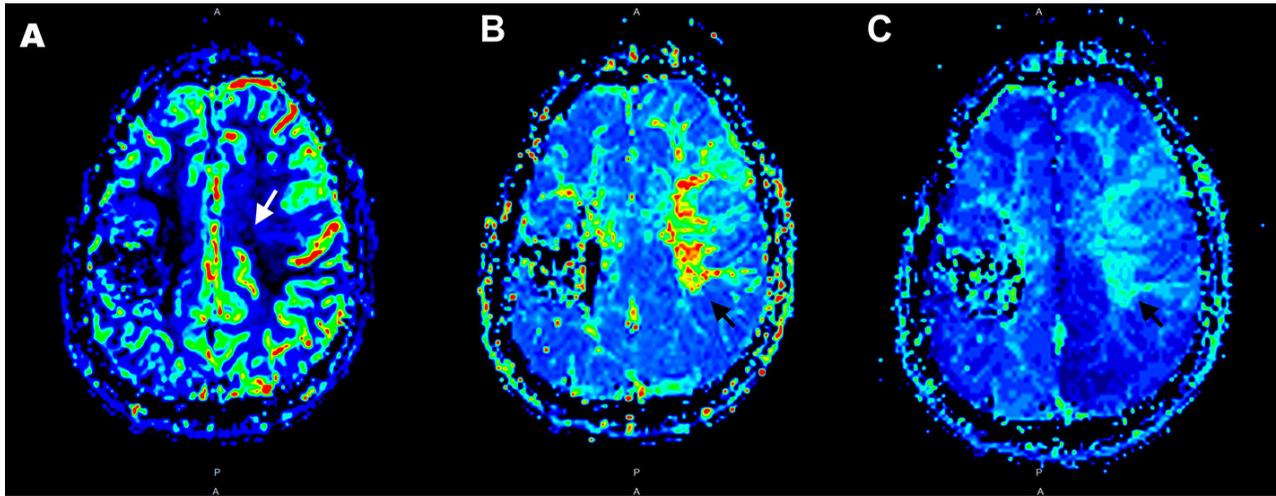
Perfusion magnetic resonance imaging of the brain, axial view. A: It shows a reduction in volume and blood flow in right frontal, temporal and occipital areas. B: increase in the mean transit time in right frontal, temporal and occipital areas. C: increase in time to peak in the right temporal and left frontal areas.
